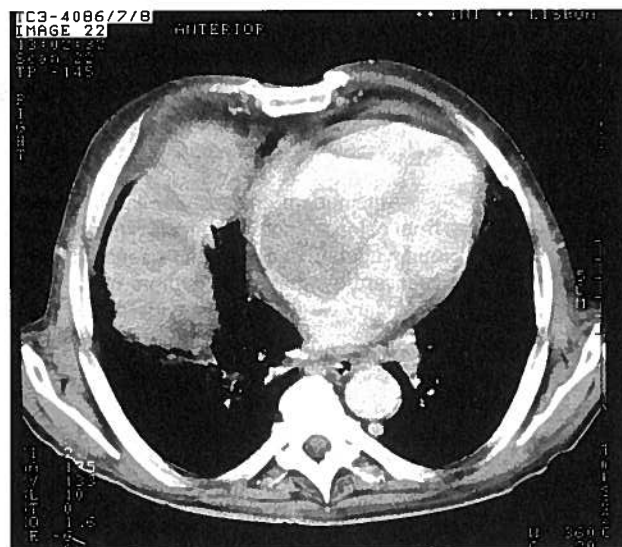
TAC Torácica. Imagem na A.D. de grandes dimensões não captando contraste, sugestiva de depósito secundário.
